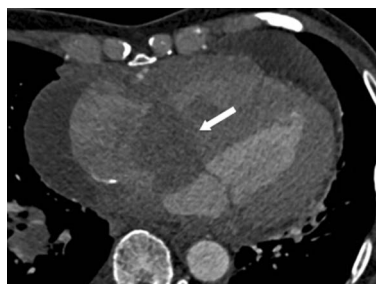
心脏 CT 检查示患者右心房内类圆形充盈缺损影, 大小约 5 cm×4 cm(箭头所示), 心包内见液体密度影
